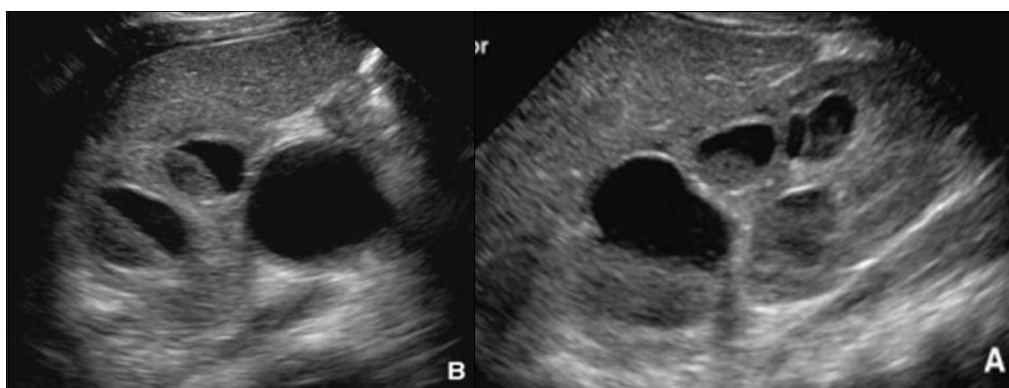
Aspect de la dilatation pyélocalicielle à l'échographie
